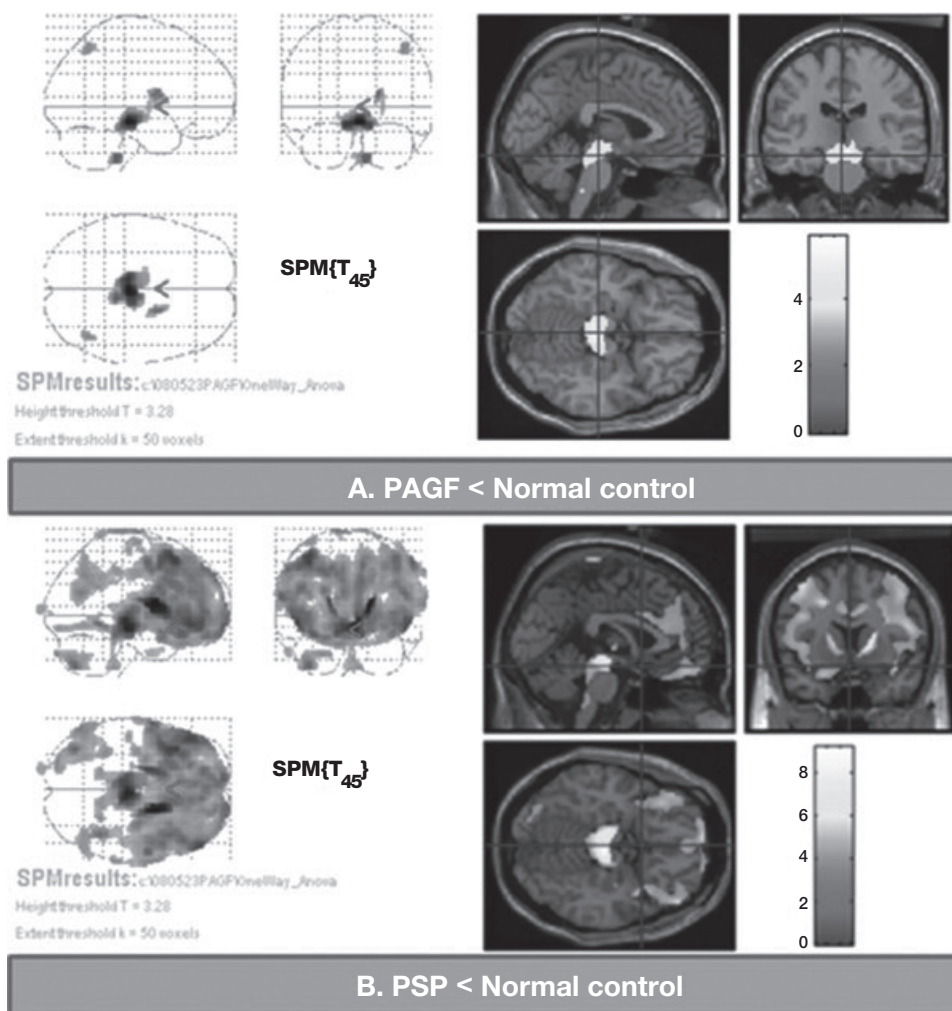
[^{18}F] フルオロデオキシグルコース陽電子放射断層撮影 (fluorodeoxyglucose positron emission tomography; FDG PET) 所見。(A) Statistical parametric mapping (SPM) で PAGF 患者と健常対照被験者を比較すると、PAGF 患者の中脳に有意な代謝低下が認められる (非補正 $p < 0.001$ を閾値とした)。(B) SPM で PSP 患者と健常対照被験者を比較すると、PSP 患者の両側前頭および側頭頭頂領域、楔前部、楔部、中脳に糖代謝の低下が認められる (非補正 $p < 0.001$ を閾値とした)。[カラーの図は、www.interscience.wiley.com のオンライン版で閲覧可能]。
